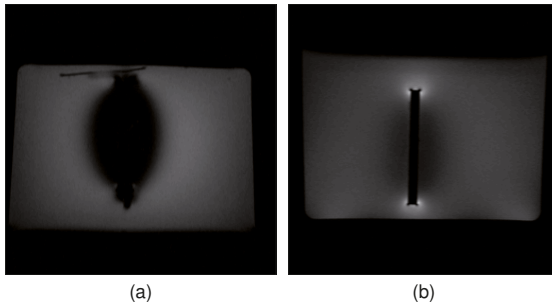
MRT-Aufnahmen eines Testobjektes mit einer (a) Gradienten- und (b) Spin-Echo-Sequenz.
